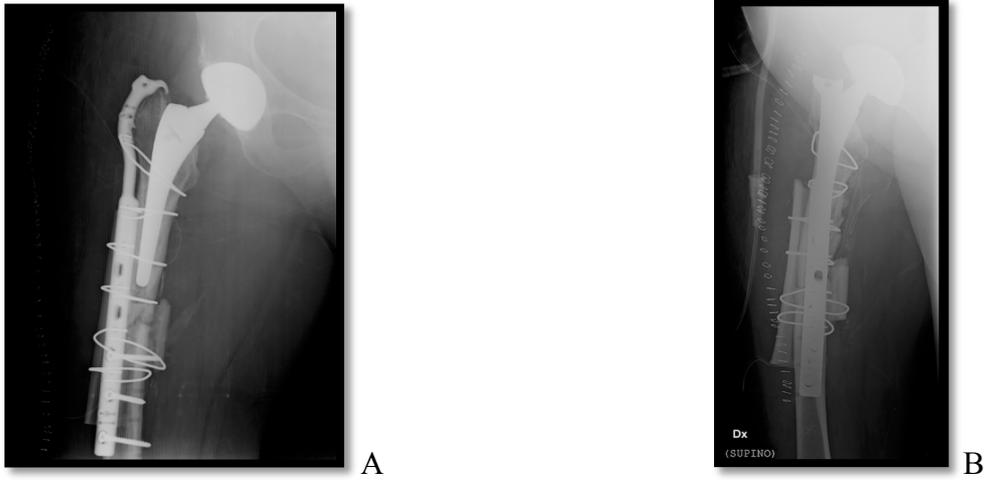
Figura n. 10 A, B, C e D: Controllo radiografico della frattura dopo un mese dall'intervento. Fig. A, B porzione prossimale dell'impianto. Fig. C, D porzione distale dell'impianto.*
